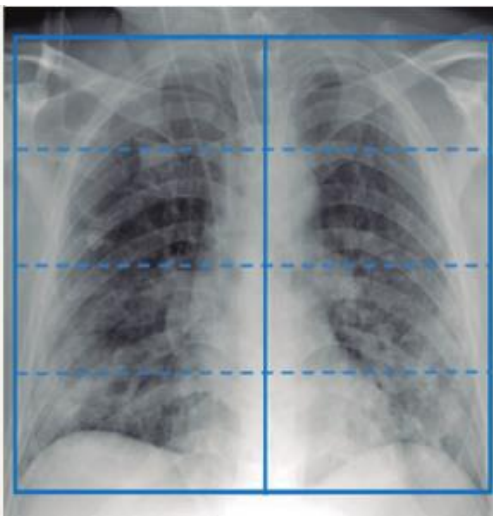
Radiografía de tórax de paciente con infección por Sars Cov 2
